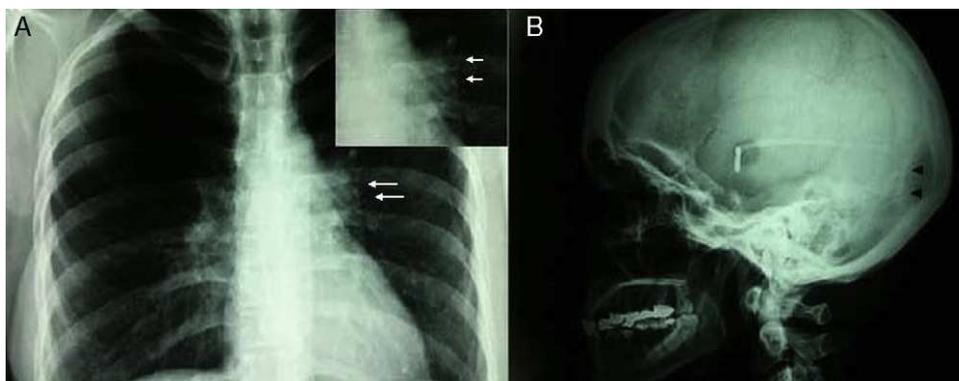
A: radiografía de tórax anteroposterior en la que se observa un cuerpo extraño de forma serpentina en el interior del hilio izquierdo (flechas). B: radiografía de perfil del cráneo en la que se observa un catéter cistoauricular fragmentado (puntas de flecha).
